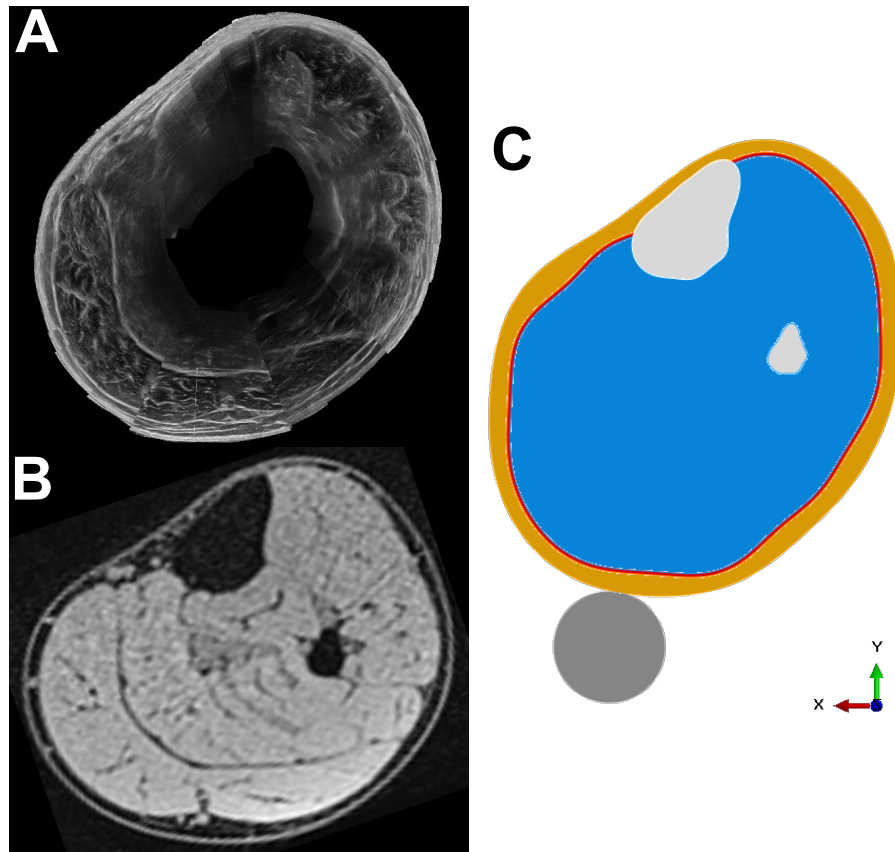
Géométrie du modèle éléments finis (EF) - Reconstruction des scans B-mode de la jambe droite (A), scan IRM de la jambe droite (B), modèle EF 2D (C) composé des deux os (tibia et fibula), du compartiment comprenant les tissus mous profonds, du compartiment comprenant les tissus mous superficiels et du *fascia cruris* les séparant.
